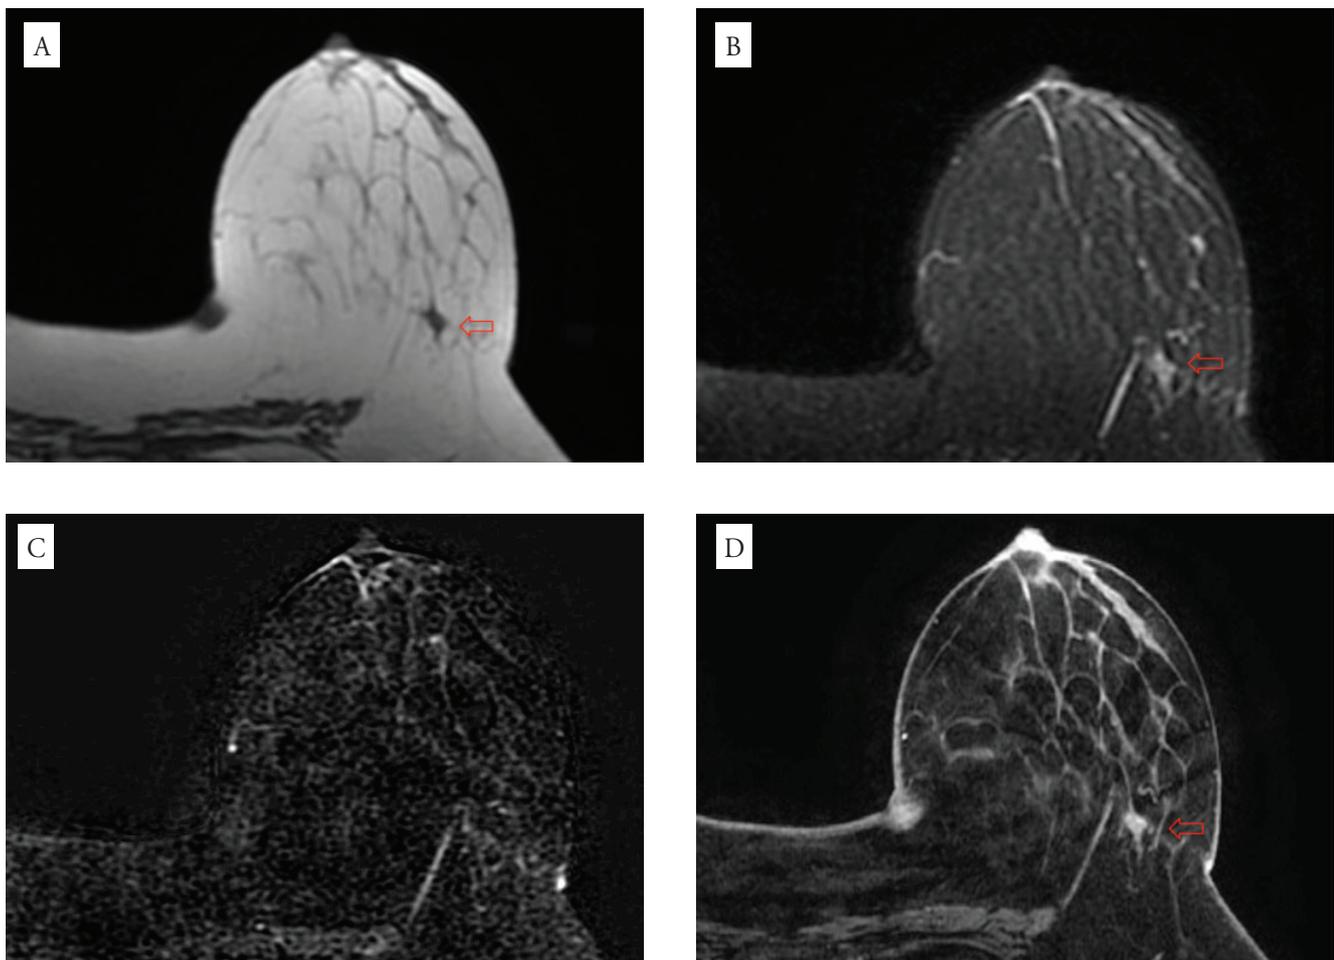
Ressonância Nuclear Magnética: (A) Imagem T1; (B) T2 com supressão de gordura precoce, (C) T1 dinâmico com supressão de gordura e subtração de imagem, fase precoce; (D) T1 com supressão de gordura tardio. Seta exibindo a área de amiloidose primária mamária
